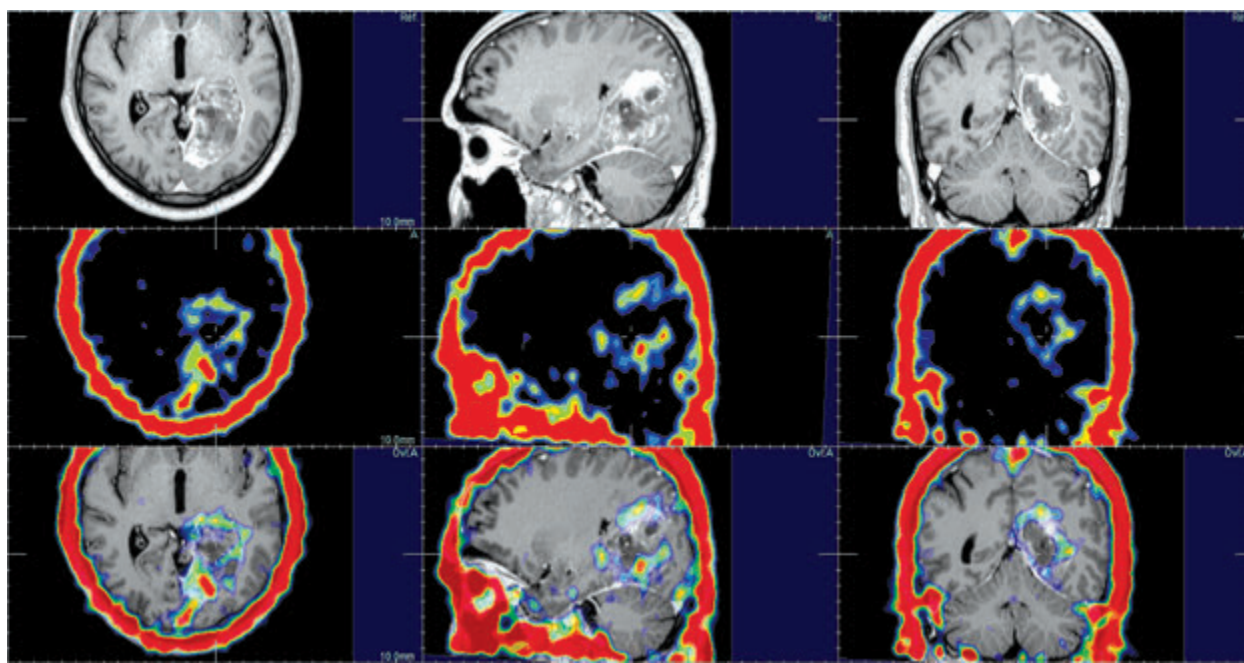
Хворий Р. (спостереження № 122) з мультиформною гліобластомою лівої тім'яно-потиличної ділянки. Інтегровані дані ОФЕКТ та МРТ T1-зважених зображень з внутрішньовенним контрастуванням, в аксіальній, сагітальній та корональній проекціях. Невідповідність даних щодо нагромадження РФП та МР-контрастної речовини (^{99}Tc -пертехнетат)
